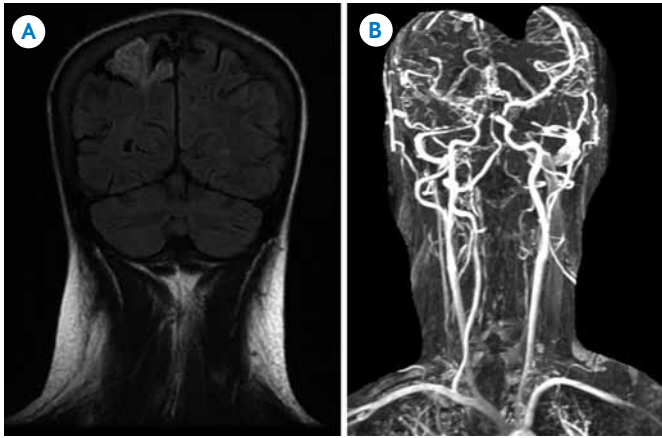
A) Resonancia magnética, secuencia FLAIR (*Fluid Attenuated Inversion Recovery*) donde se visualiza un área cuneiforme hiperintensa en lóbulo frontal derecho, en relación con lesión isquémica de naturaleza subaguda. B) Angiorresonancia magnética: disminución de la vascularización dependiente de la arteria cerebral media derecha.
